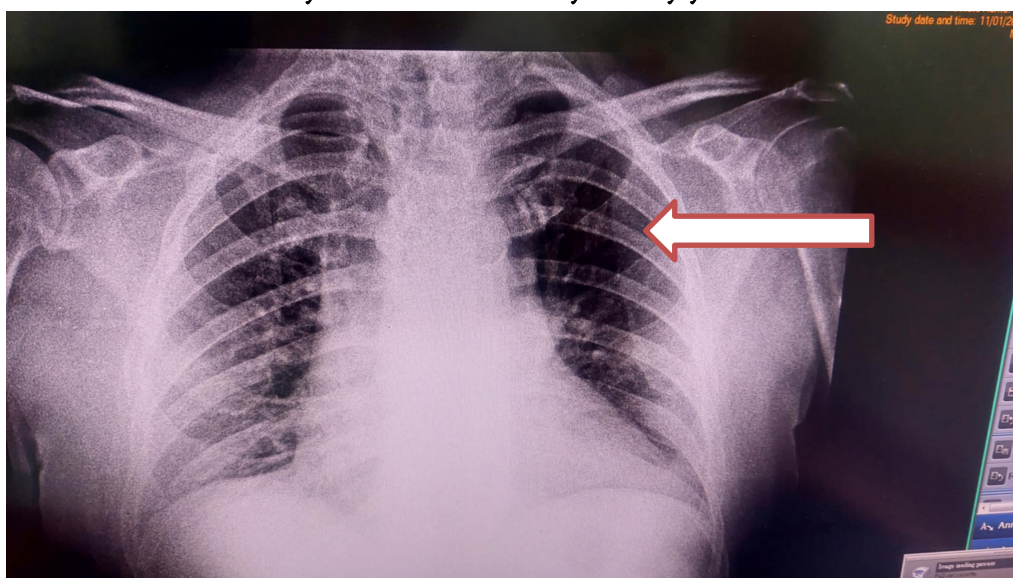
Chest X-ray – 11.01.2021
